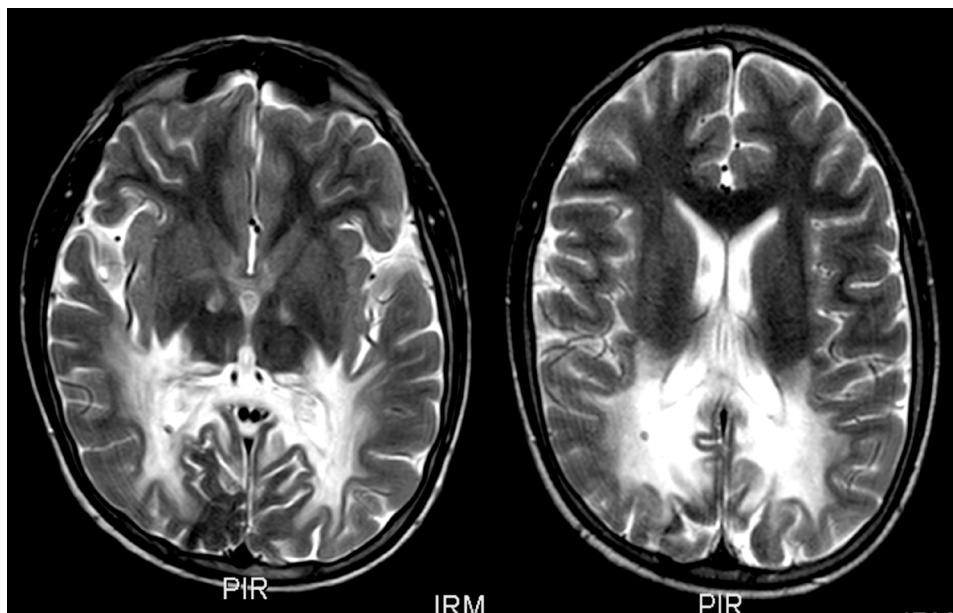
Paciente LS: Adrenoleucodistrofia, Resonancia Magnética de Cerebro secuencia ponderada T2 y FLAIR se aprecian hiperintensidades parieto-occipitales bilaterales (corte axial).
